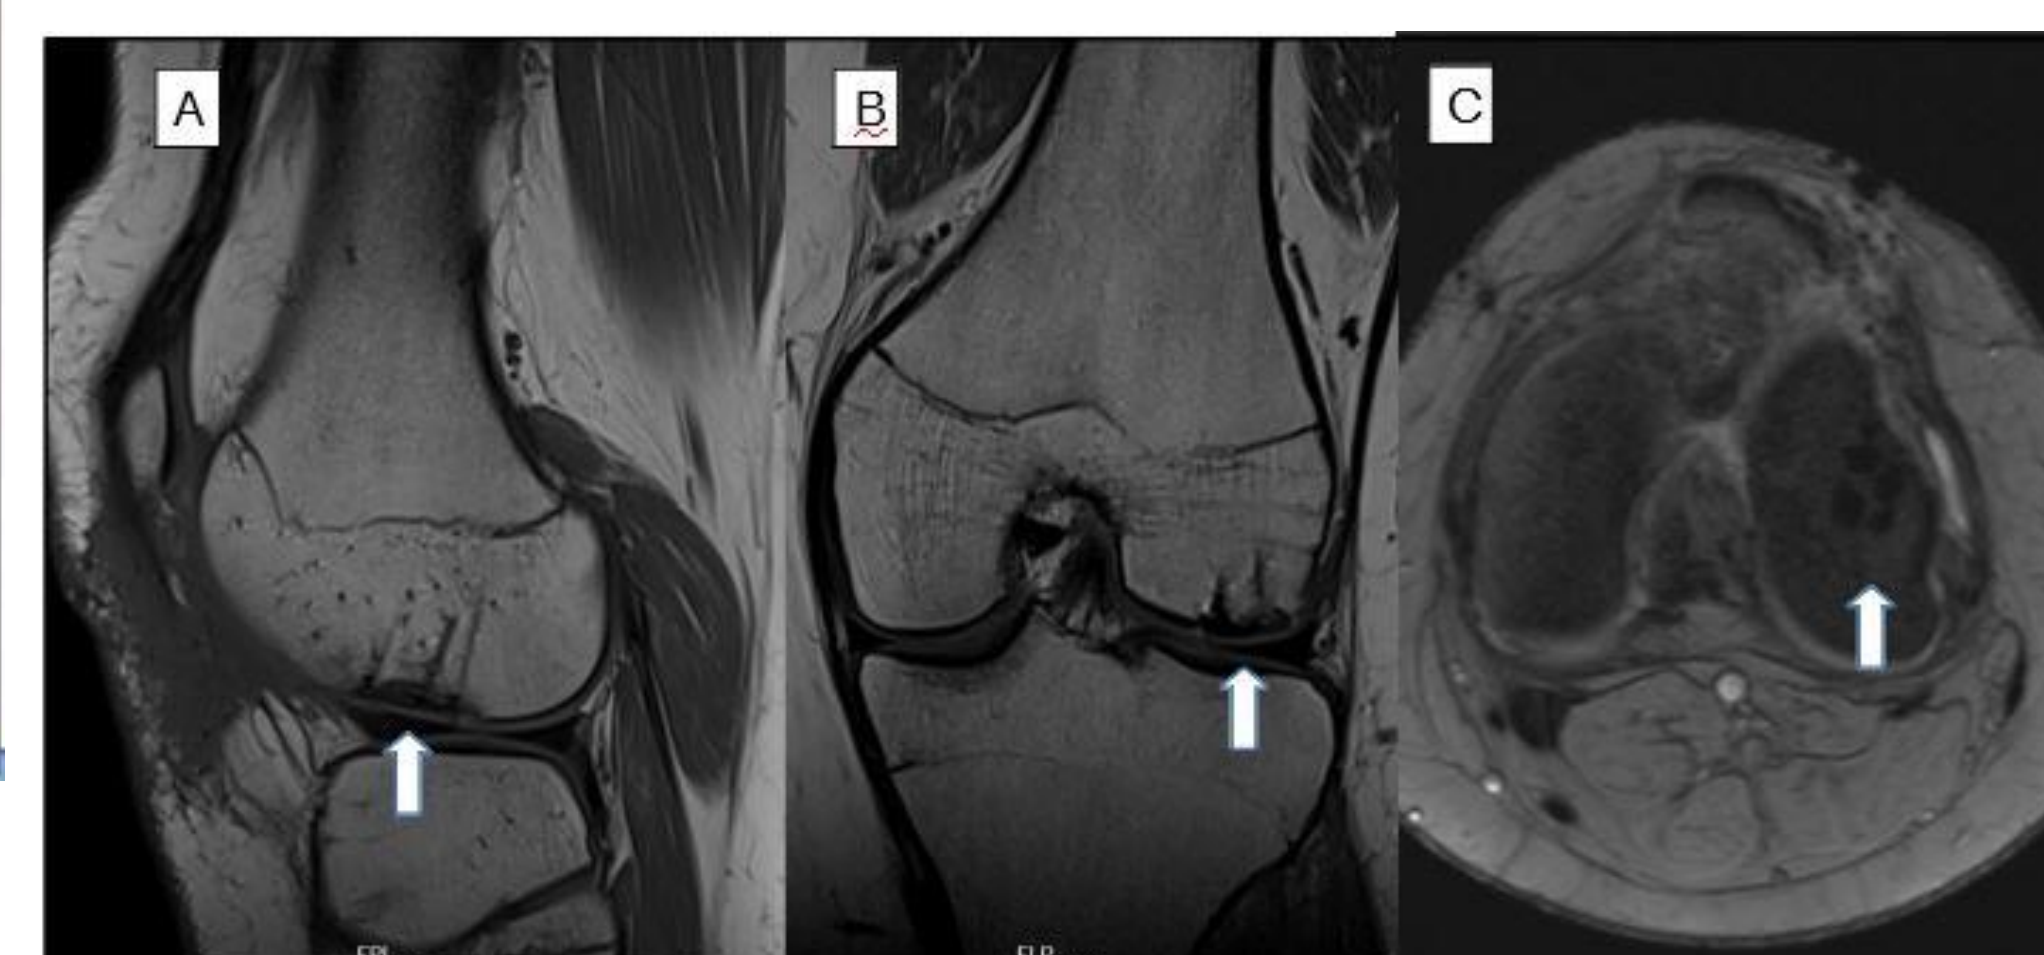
RMN de control (8 semanas). Observamos la integración del fragmento osteocondral en diferentes cortes A) Sagital B) Coronal C) Axial
